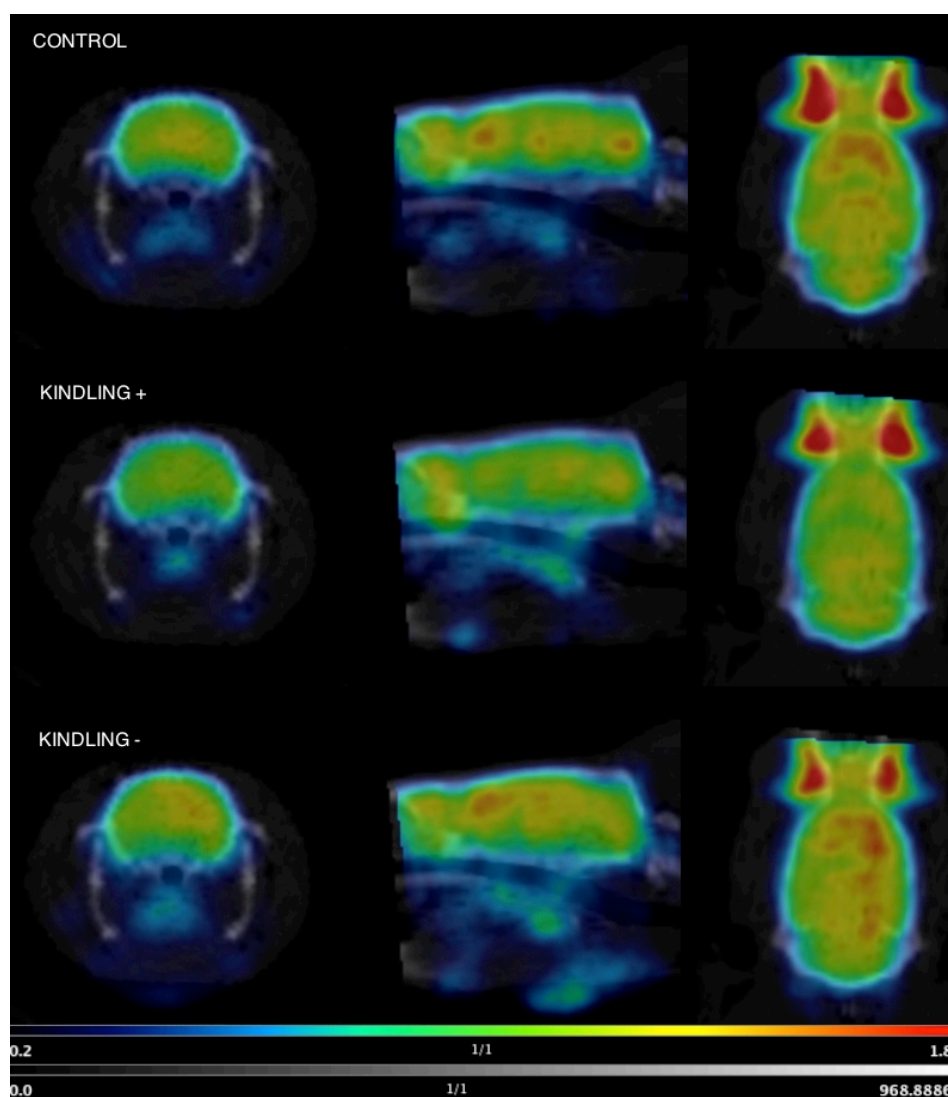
Tabla comparativa de la captación de 18F-FDG en las estructuras normalizadas a cerebelo. El grupo de kindling se ha dividido en dos subgrupos: animales que llegaron a kindling (KQ+) y animales que no alcanzaron el estadio 5 (KQ-). Se observaron diferencias estadísticamente significativas en protuberancia en los animales de kindling respecto al grupo control . Además, se encontró una menor captación en corteza de los animales kindling positivo frente a los animales kindling negativo (#; p = 0,037). En las imágenes PET normalizadas a cerebelo se puede observar que la captación en corteza de los animales kindling positivo es visiblemente inferior a la captación de los otros dos grupos.
